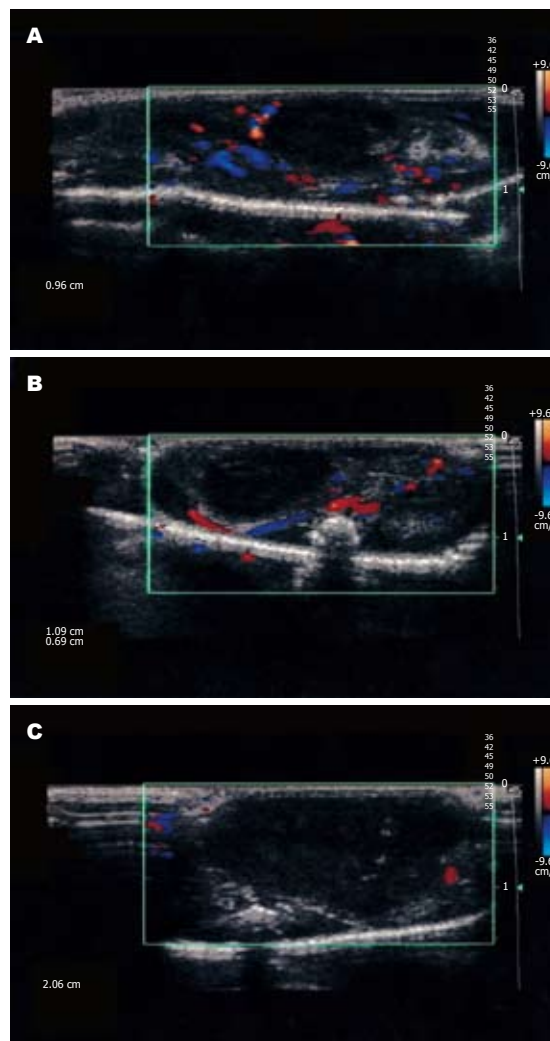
超声探查各组血流情况的比较. A: 空白对照组; B: 中药组; C: 联合组.
